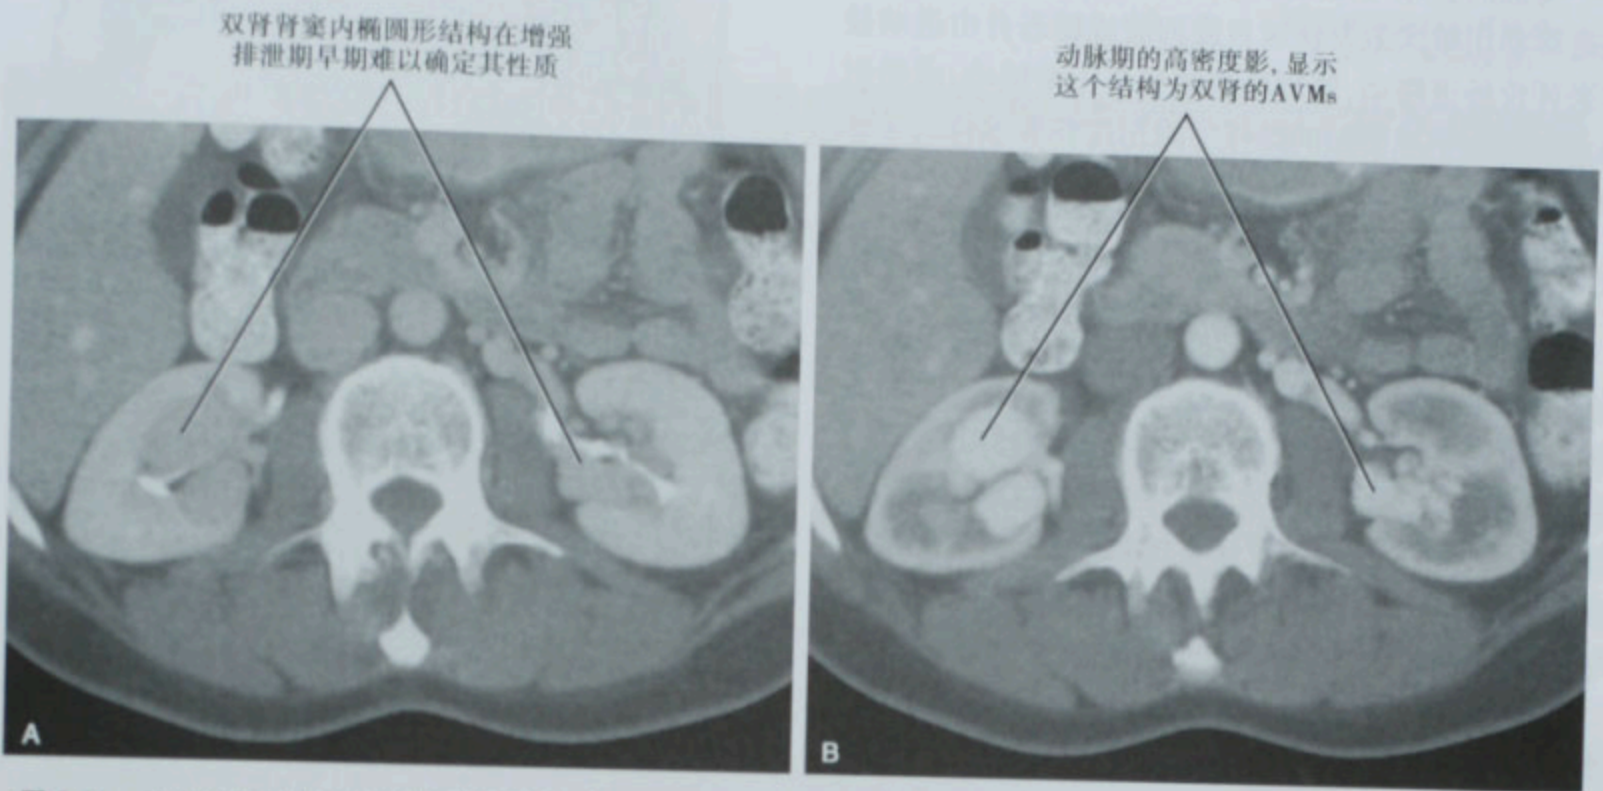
动态增强扫描诊断双肾动静脉畸形 (AVMs)。多期增强 CT 检查的 (A) 排泄期和 (B) 动脉期显示短暂的血管强化
